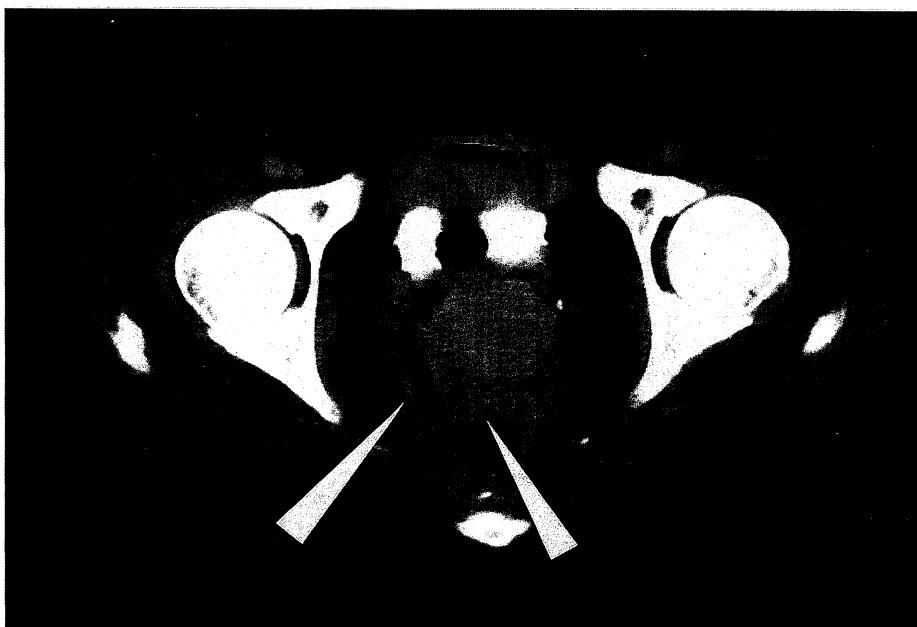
The computed tomographic scan of the pelvis shows fluid collection. It is suspected to be pelvic abscess in Douglas pouch.
